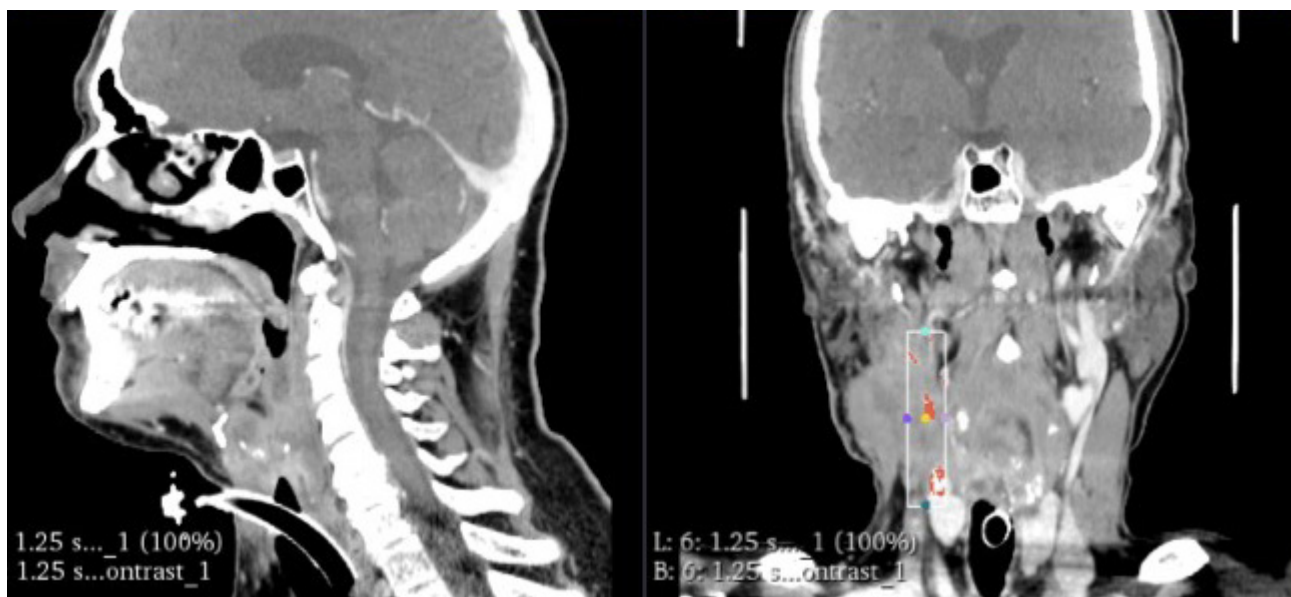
Снимки компьютерной томографии
